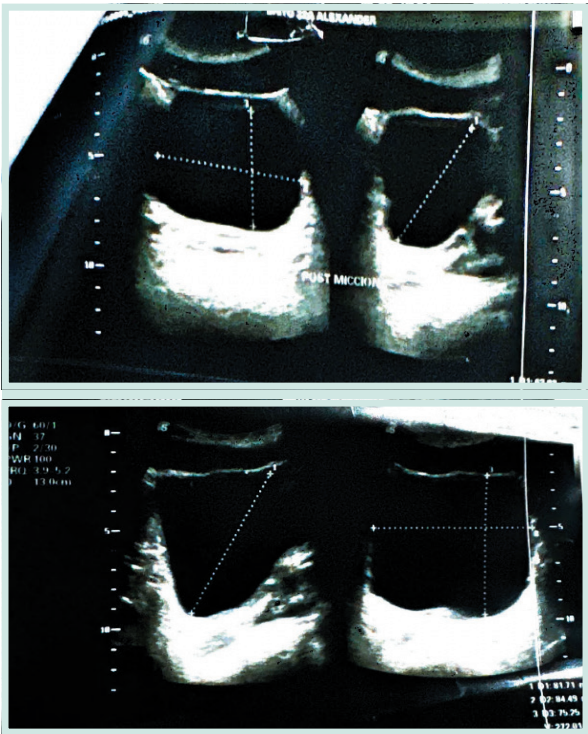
Ecografía pélvica pre-operatoria con medición de orina pre y post miccional
